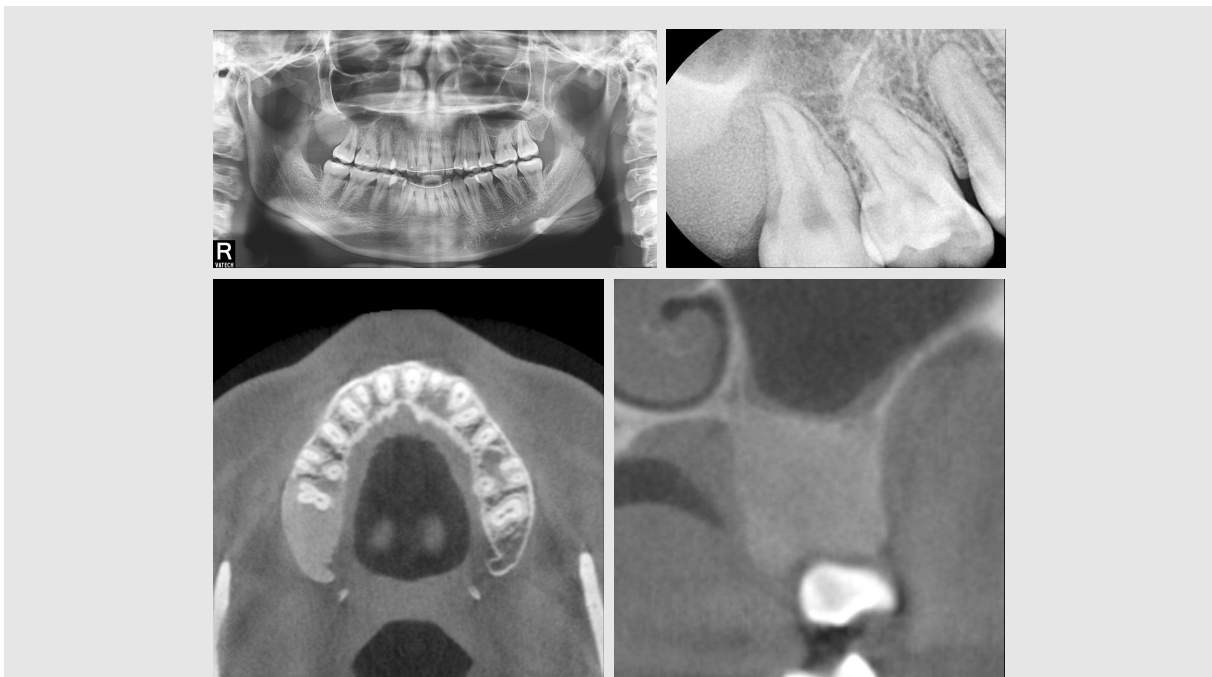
섬유형성이상. 우측상악결절부위의 간유리 모양(ground glass appearance)의 특징적인 방사선소견 보임
